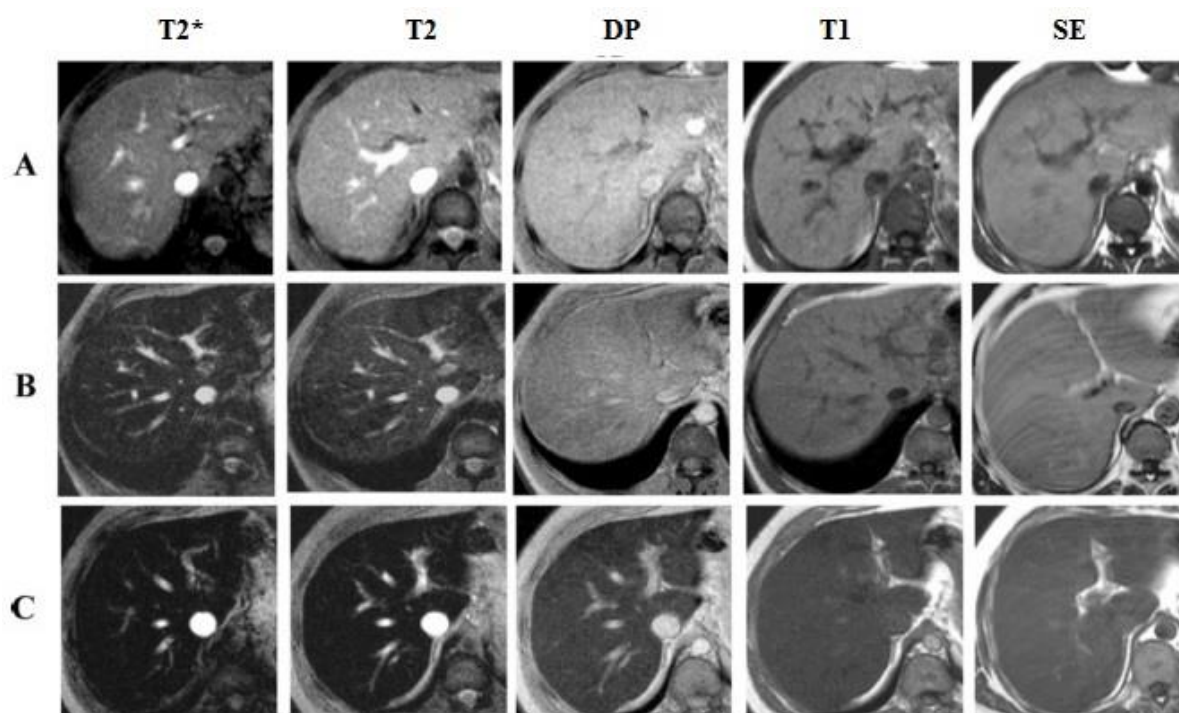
Sequências de RM (T2*, T2, densidade de prótons, T1 e spin eco) pelo método de Gandon et al. em três pacientes com diferentes níveis de LIC. A- Paciente sem sobrecarga de ferro. B- Paciente com sobrecarga moderada de ferro. C- Paciente com sobrecarga elevada de ferro.⁶
